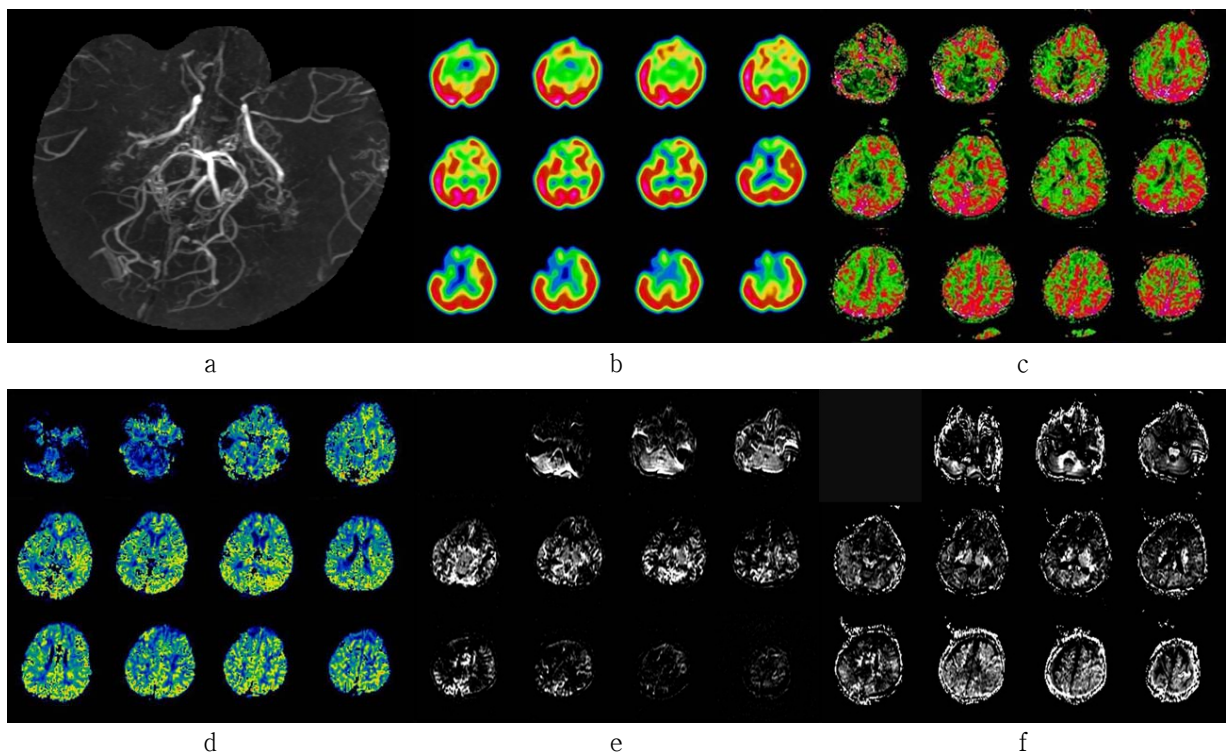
Moyamoya disease of both MCA(M1) and ICA area in a child (four years old female) patient. 3D TOF MRA(a), Axial image plan SPECT using 99mTc labeled acetazolamide stress study (b), MR perfusion image post IDL processing rCBF(c) and MR system itself post procesing CBF(d), PASL image FAIR(e) and CBF(f)
